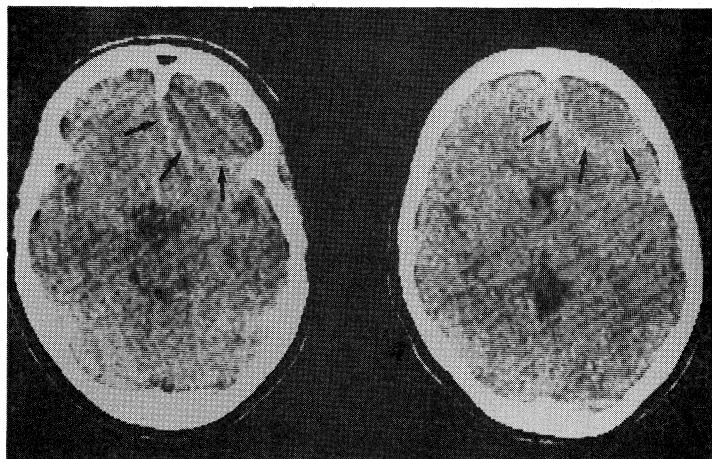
CT scan on the admission showing a low density area with a hyperdense rim over the right frontal region (arrows).
